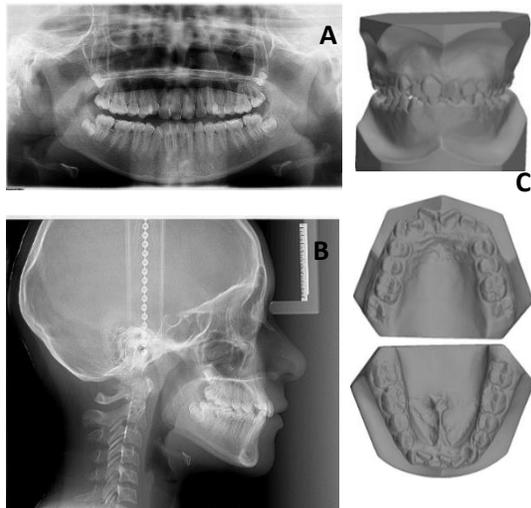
Radiografías y modelos de estudio iniciales. A. Ortopantomografía. B. Cefalograma. C. Modelos de estudio iniciales
